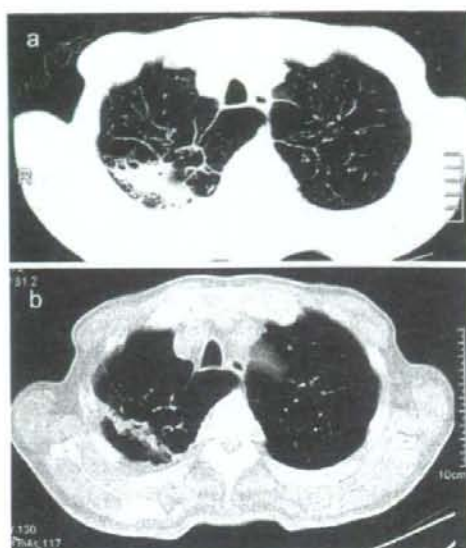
a. Chest CT on admission shows infiltrative shadows in the right upper lobe. b. Chest CT one year after treatment reveals improvement.
